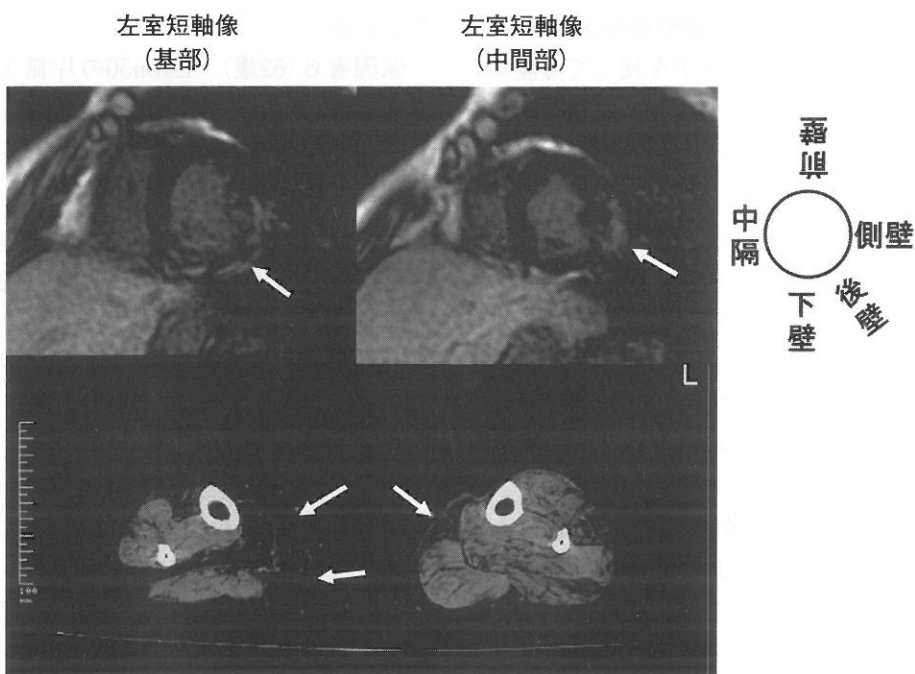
保因者3 (45歳) の心臓 MRI と下腿筋 CT
